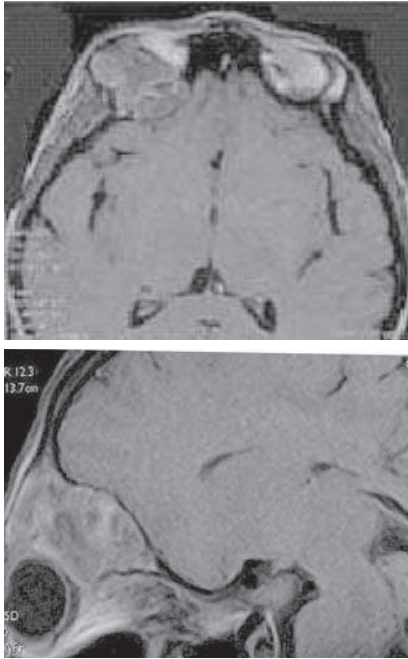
IRM en coupes axiale et sagittale en T1 : Méningiome ectopique.
